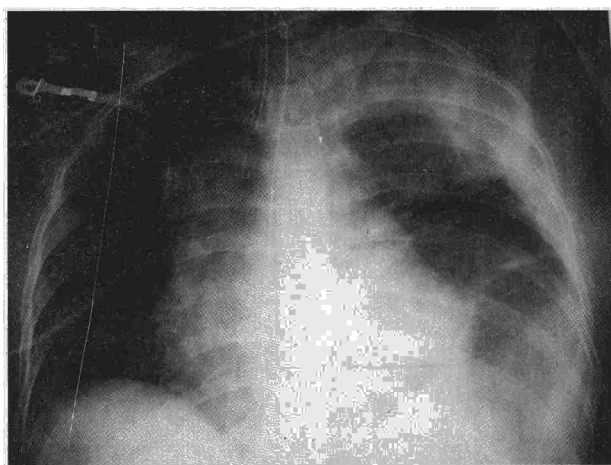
Radiografía de tórax que confirma la existencia de hemotórax.
